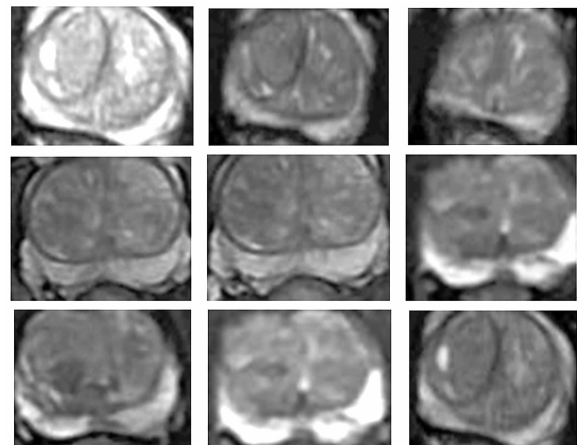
部分前列腺增生 MRI 图像 ROI 区域
